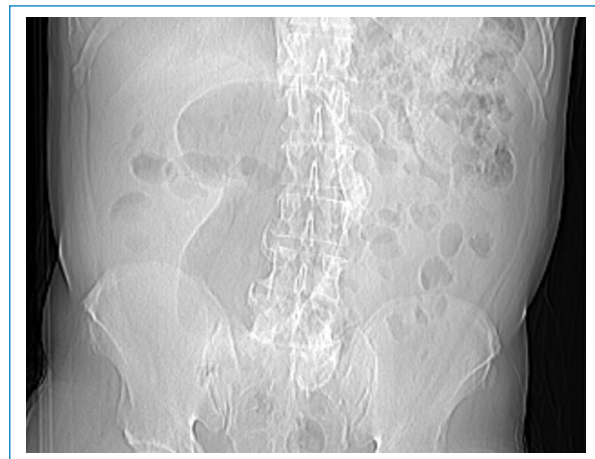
Scout de TC abdominal del mismo paciente de la figura 2. Si bien el signo puede observarse en cualquier cuadrante abdominal, es importante distinguir la concavidad derecha del vólvulo junto con su segmentación haustral.
